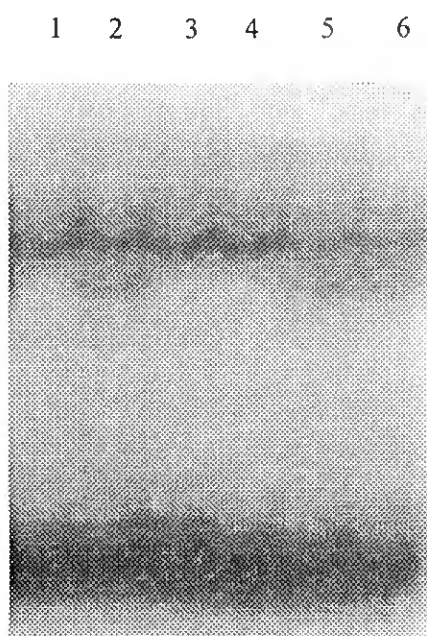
Autorradiografia do exão 1 polimórfico da α -Lactoalbumina caprina (α -La).
